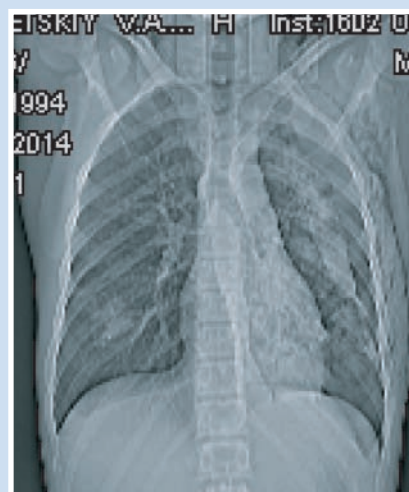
Результаты контрольного КТ исследования органов грудной клетки пациента перед переводом в профильное отделение (1.02.2015 г.)
